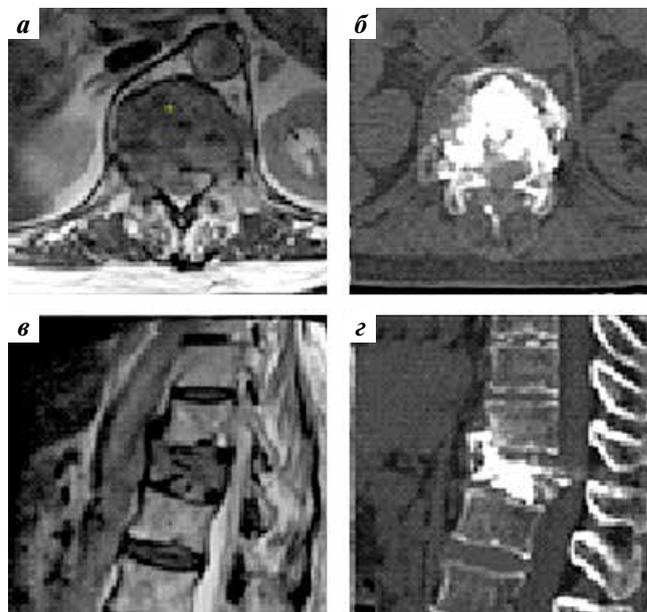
Клинический пример: пациентка 69 лет, МС аденокарциномы кишечного типа в тело L1-позвонка, осложненный патологическим переломом без значимой компрессии СМ. Из бипедикулярного доступа выполнена вертебропластика полиметилметакрилатом, достигнут регресс БС. Изображения: а, б — МРТ до вмешательства; в, з — КТ после вертебропластики
